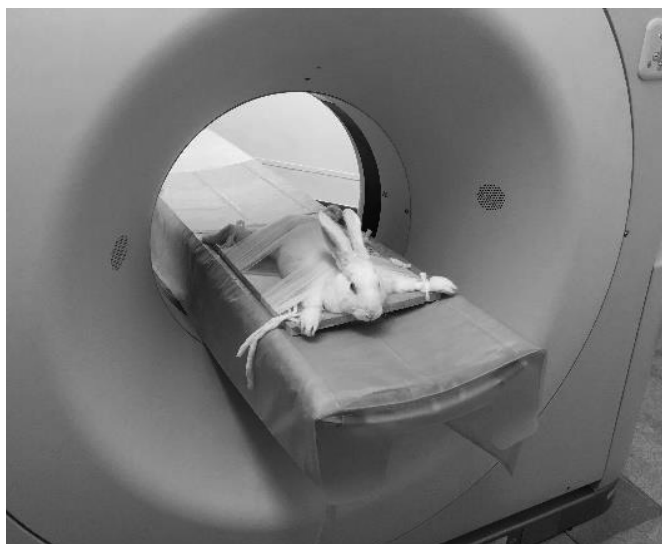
Виконання комп'ютерної томографії
